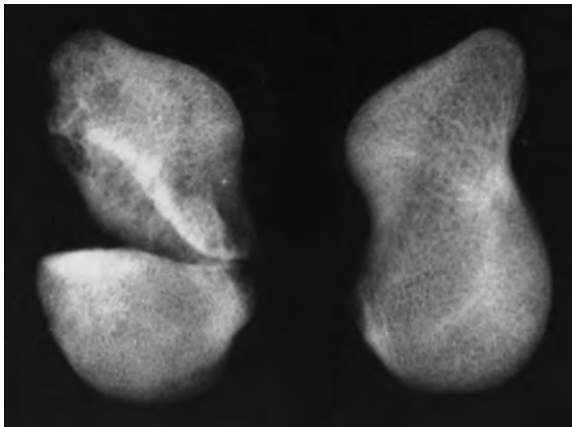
Radiografia del cas precedent.
